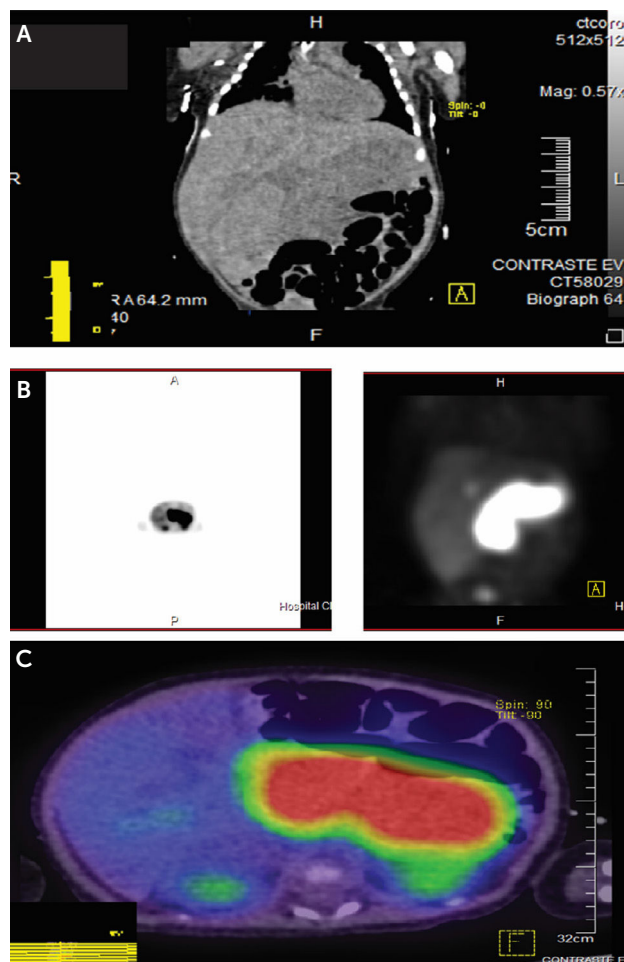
PET-CT Galio-68 DOTATATE con compromiso pancreático difuso.
